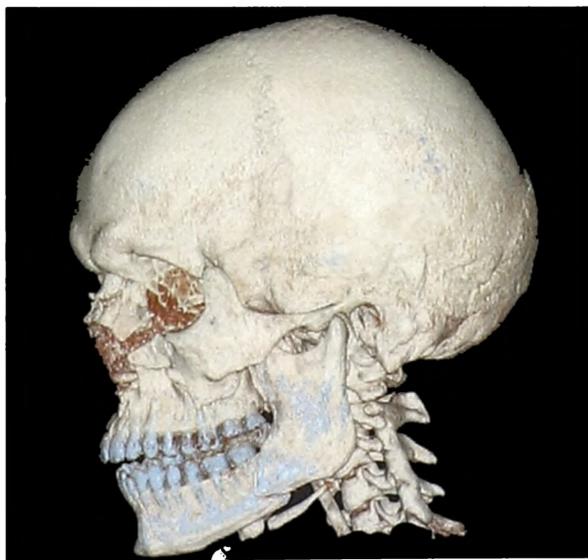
Компьютерная томография 3D больного Б. с переломом тела нижней челюсти слева (до операции)
